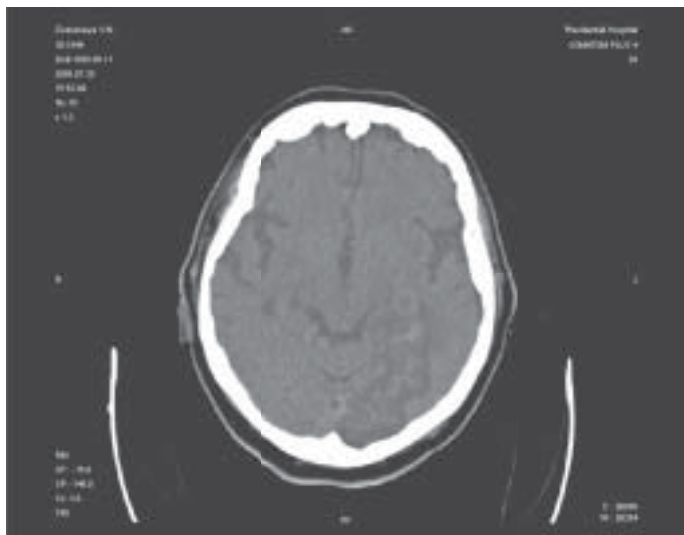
КТ головного мозга пациента из группы с геморрагической трансформацией по типу пропитывания.
